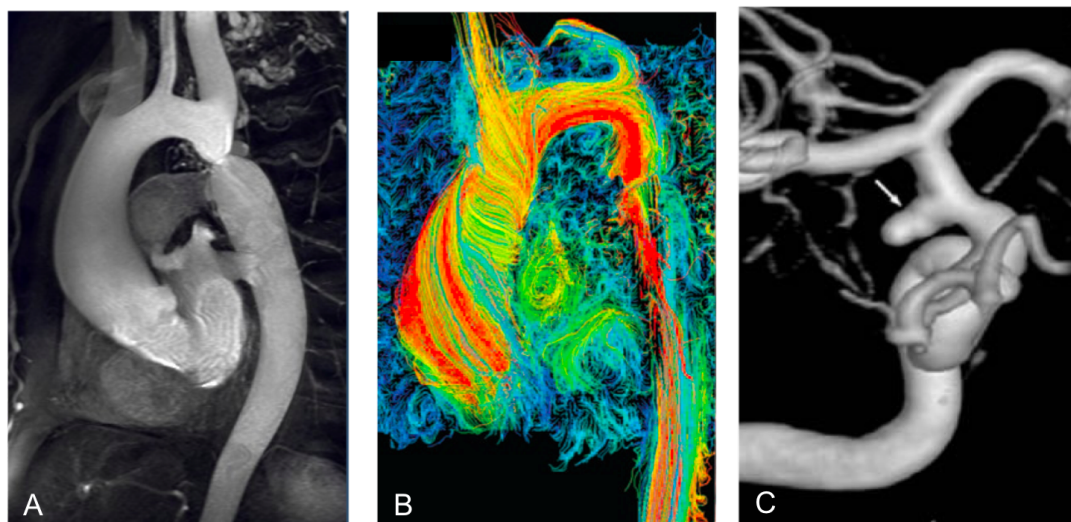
Anatomische (A) und funktionelle Kernspintomographie (B) bei Patienten mit adulter Coarctation in loco typico sowie Darstellung eines assoziierten Aneurysmas der A. cerebri media (C).
